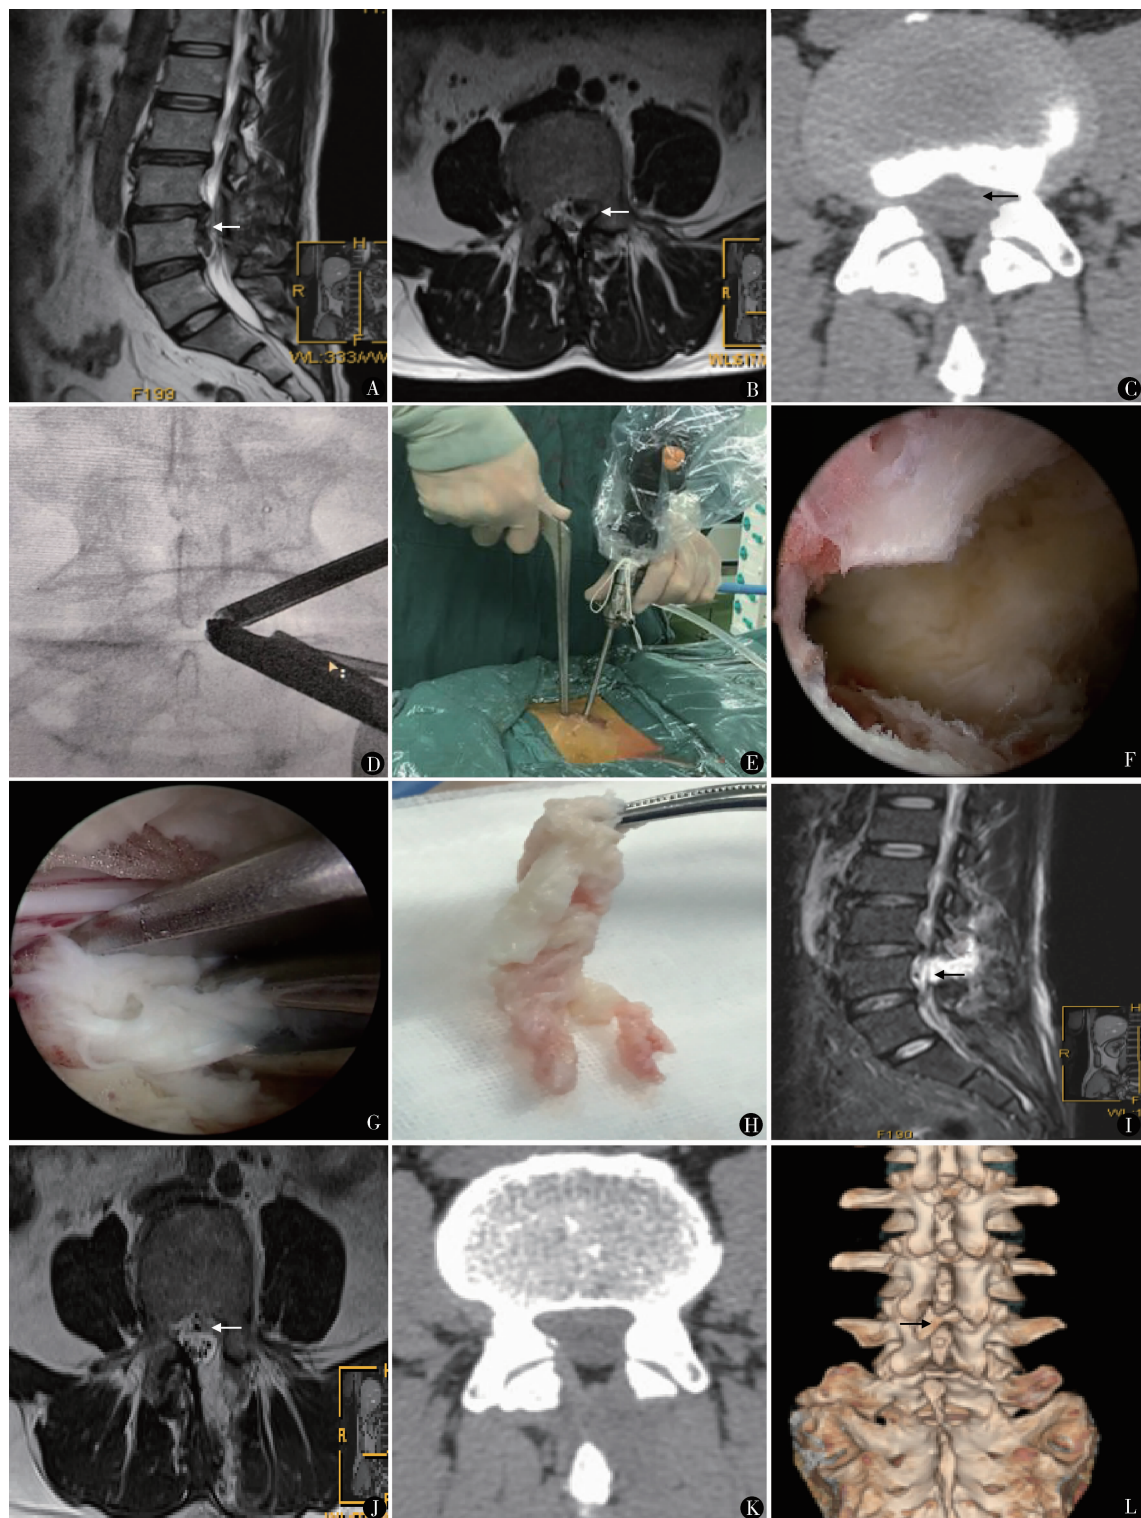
女,50岁,L_{3/4}脱出游离型腰椎间盘突出症(向尾侧),行单边双通道内镜下髓核摘除术:A、B.术前MRI矢状位、横断面T2WI示L_{3/4}髓核脱出向下移位至L₄椎体后缘,椎间盘内髓核信号降低,脱出移位髓核组织压迫左侧神经根及硬膜囊;C. CT横断面示脱垂的脱出游离髓核,无明显钙化;D. X线示内镜和器械指向目标间隙;E. 连接内镜及灌洗液,灌洗液经观察通道流入,工作通道流出,形成镜下初始工作空间;F. 部分椎板切除,扩大椎板间隙,显露黄韧带止点;G. L型拉钩牵开硬膜囊及神经根,直视下髓核钳取出脱垂的脱出游离髓核;H. 完整摘除脱出游离的椎间盘髓核组织;I、J. 术后第2天MRI矢状位及横断面T2WI示移位髓核组织已摘除,神经根及硬膜囊获得良好的减压;K、L. 术后第2天CT及三维重建示椎板部分骨性结构缺失,关节突关节结构无破坏
